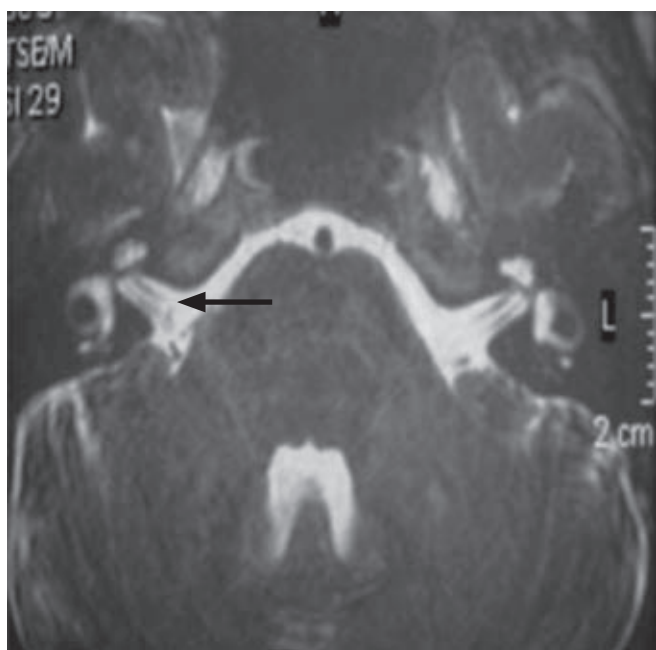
La resonancia magnética nuclear del oído muestra integridad de los trayectos canaliculares de los pares VII y VIII y ausencia de masas ocupativas en los ángulos pontocerebelosos.
